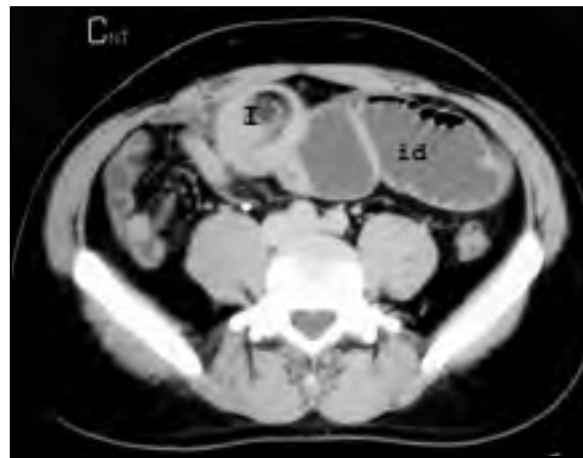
TC abdominal con contraste intravenoso. Asas de yeyuno dilatadas (id). Leiomioma (lm).
